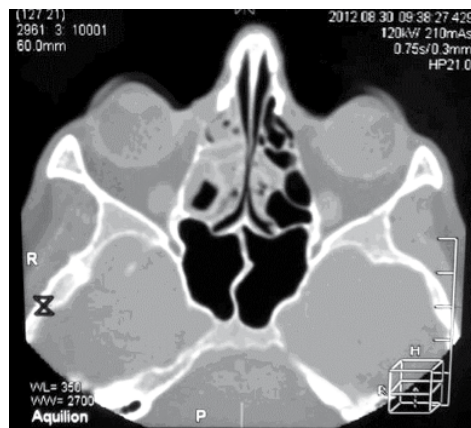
КТ придаточных пазух носа от 30.08.12 г.
